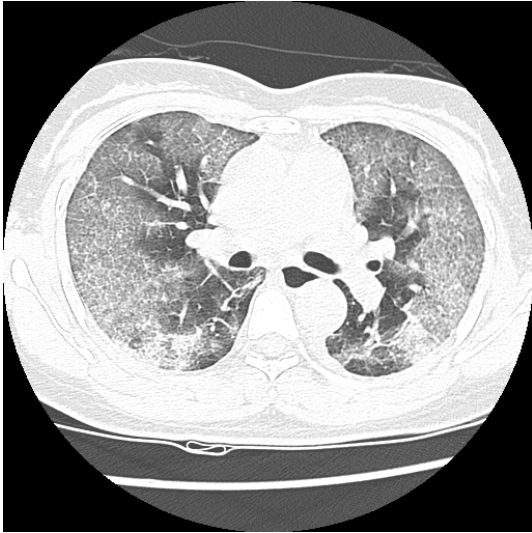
Chest CT scan shows the patchy ground-glass opacity in both lung fields.
